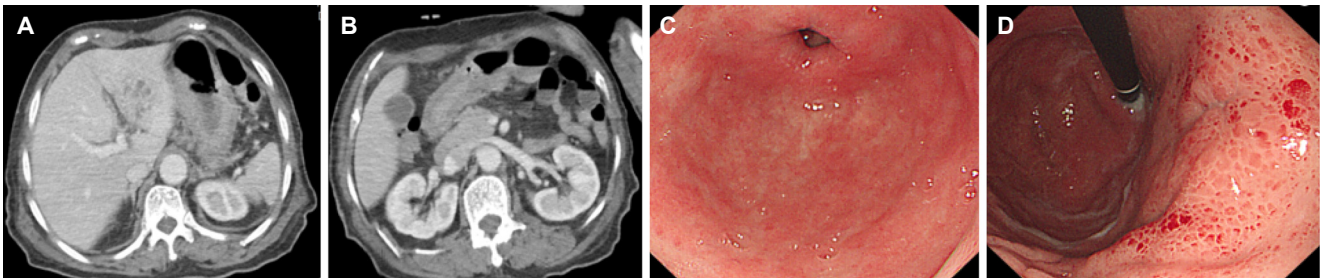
Follow-up CT findings and gastroscopy findings. (A, B) Abdominal CT (10 days after admission) showed hepatic abscess resolution and a decreased size of the perigastric inflammatory soft tissue nodules and transmural abscess in the antrum. (C, D) Gastroscopic findings (13 days after admission) showed markedly improved edematous antral mucosa with hyperemic scar formation. CT, computed tomography.
